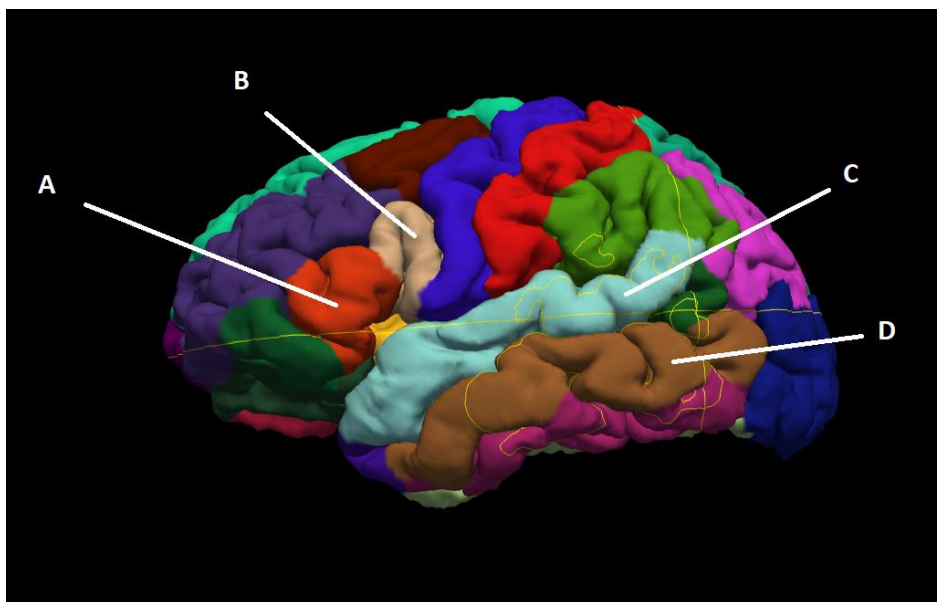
Parcelação anatômica efetuada pelo programa FreeSurfer 6.0 nas imagens de RM de alta resolução ponderadas em T1 adquiridas com a sequência MP-RAGE. ROIs relevantes para a tractografia dos segmentos do FA: A – *pars triangularis*; B – *pars opercularis*; C – giro temporal superior; D – giro temporal médio.
